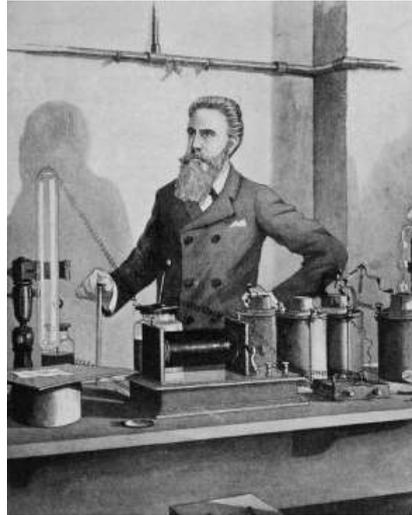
Wilhem Conrad Röntgen en sus actividades de investigación.
